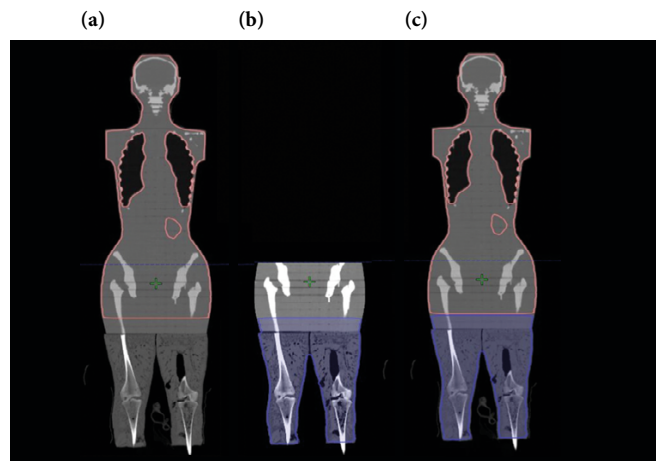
Imágenes de TC para el caso de pacientes con zonas de tratamiento de más de 110 cm de longitud
